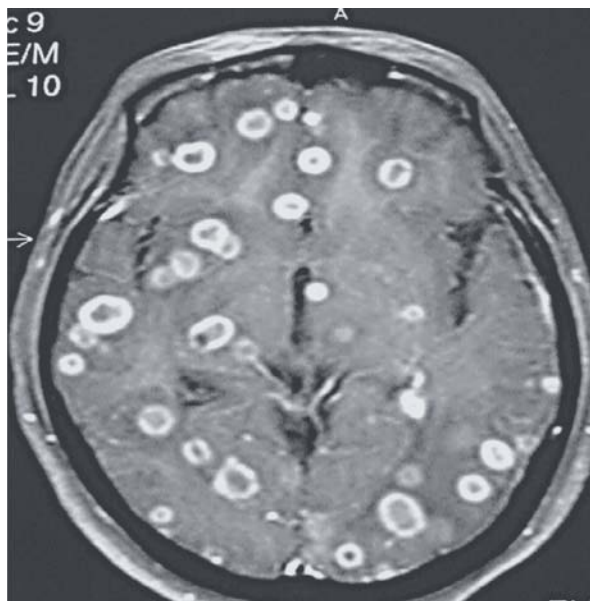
Tuberculosis cerebral. Estudio de imágenes por resonancia magnética en un paciente con diagnóstico de tuberculosis del sistema nervioso central. Nótese la presencia de múltiples lesiones parenquimatosas.
